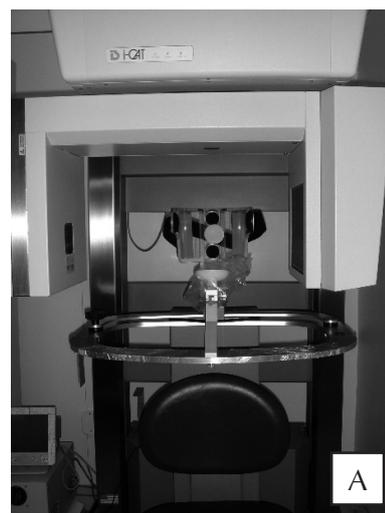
(a,b): Equipamento de TC de feixe cônico (a) e posicionamento da mandíbula seca para o exame (b)
